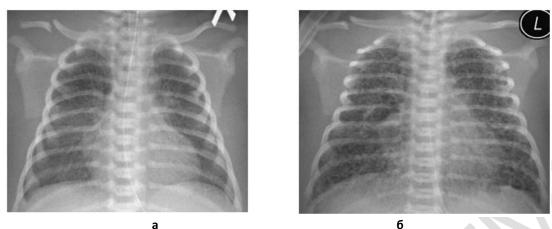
Рентгенограмма ОГК: а) от 12.06.2019 г.; б) от 17.06.2019 г.
